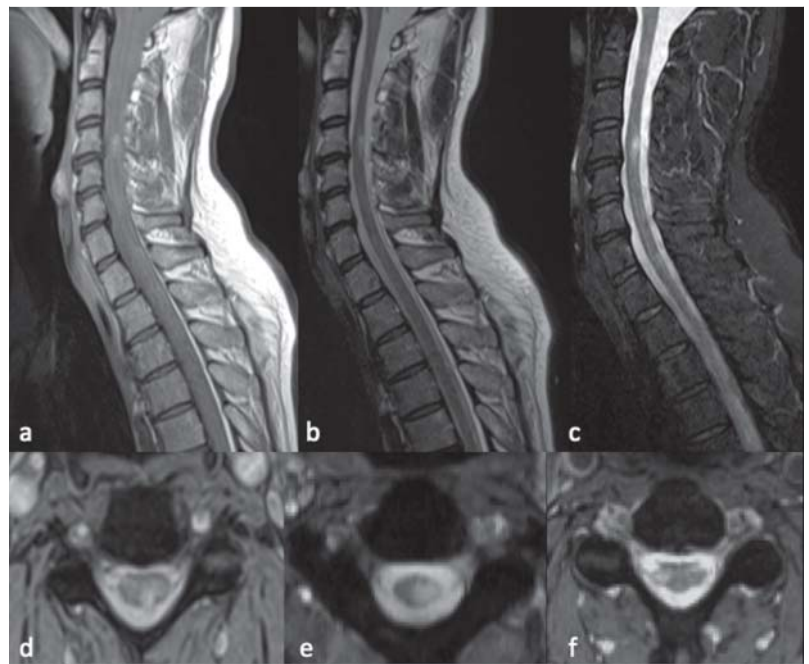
Spinale MRT-Befunde bei MS. Typischerweise im zervikalen Myelon gelegene T2-Läsionen, die deutlicher auf der protonengewichteten Aufnahme a und auf der sagittalen STIR c zur Darstellung kommen. Die Läsionen befinden sich häufiger in den dorsalen und lateralen Anteilen des Myelonquerschnitts (axiale T2w; d–e).
